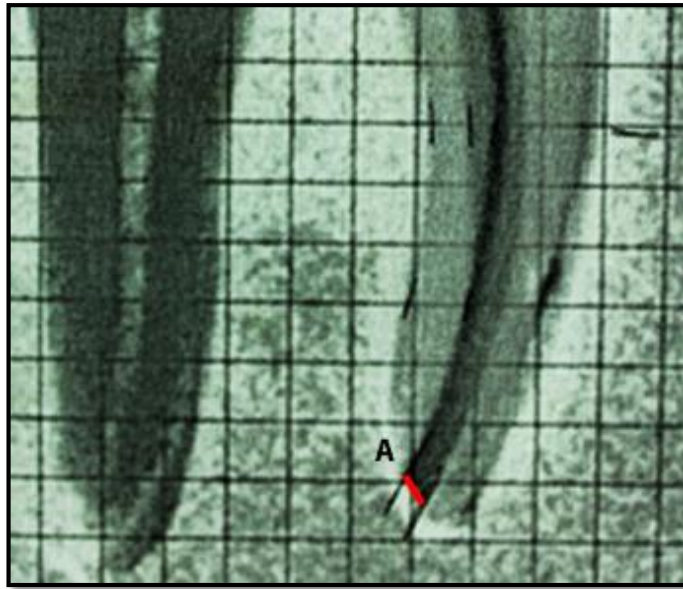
Método de medición de las diferencias post instrumentación en imagen de radiografía inicial y final sobreposicionada A) Línea celeste que indica la distancia entre el límite interno del conducto inicial y la furca en tercio coronario B) Línea roja celeste que indica la distancia entre el límite interno del conducto obturado y la furca en tercio coronario C) Línea celeste que indica la distancia entre el límite interno del conducto inicial y la furca en tercio medio D) Línea roja celeste que indica la distancia entre el límite interno del conducto obturado y la furca en tercio coronario en tercio medio. Fuente: Barragán M. - (2014)
